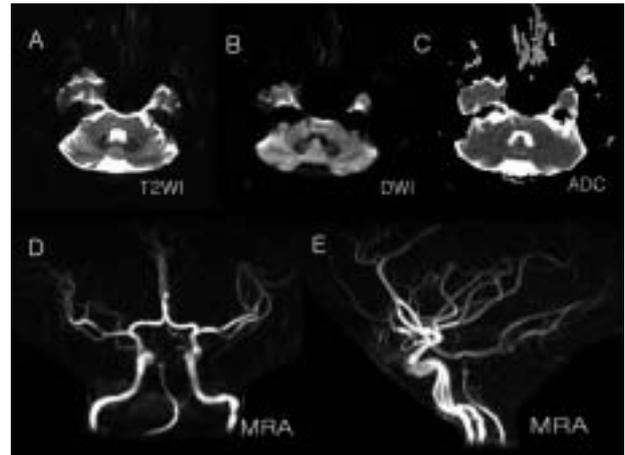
Follow-up MRI and MRA taken 4 months after the initiation of immunosuppression with steroid and azathioprine. (A-C) The lesion shows high signal intensity on T2WI, iso and low signal intensity on DWI, and iso- and high signal intensity on ADC. The lesion size in the pons is decreased compared with the previous studies. (D-E) Focal stenotic lesion on MRA is not found.
